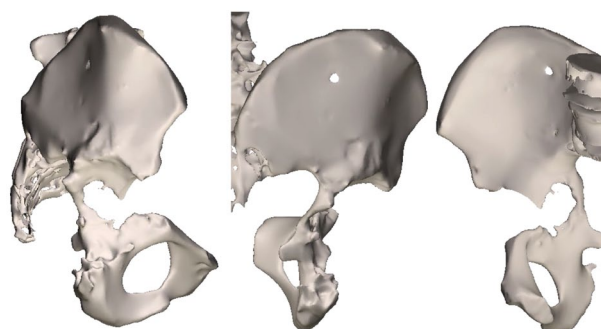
3D reconstruction of the right acetabulum by imaging using multislice computed tomography.
